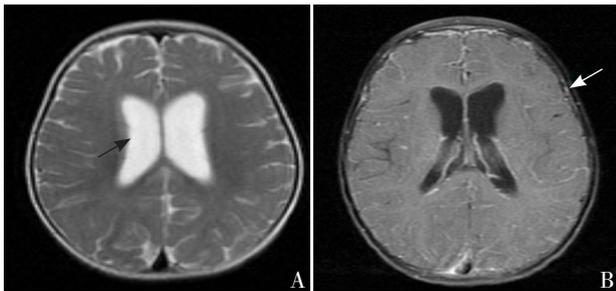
病例2头颅MRI结果 A: T2相, 箭头示幕上脑室扩大; B: MRI增强扫描, 箭头示部分脑膜强化。
